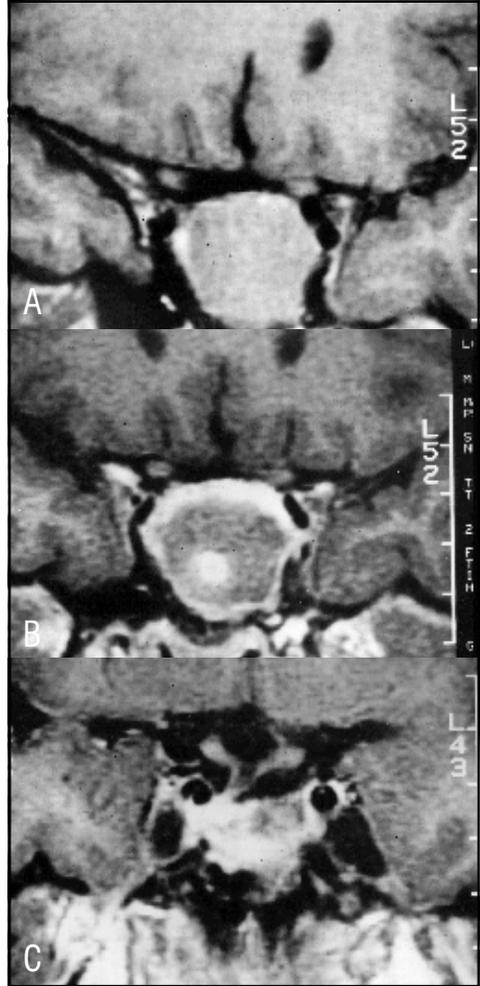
Cortes coronários de RM em T1 sem contraste, mostrando a evolução imagenológica da apoplexia no Paciente 2. A: Imagem pré-apoplexia, mostrando grande massa infra-selar, selar e supra-selar. Não há compressão do quiasma. B: Três dias após a apoplexia, observa-se hematoma peritumoral e áreas necróticas em seu interior. C: Seis meses após ocorreu reabsorção de toda a massa tumoral, visibilizando-se a sela parcialmente vazia. A haste e a glândula residual são agora visibilizados.
